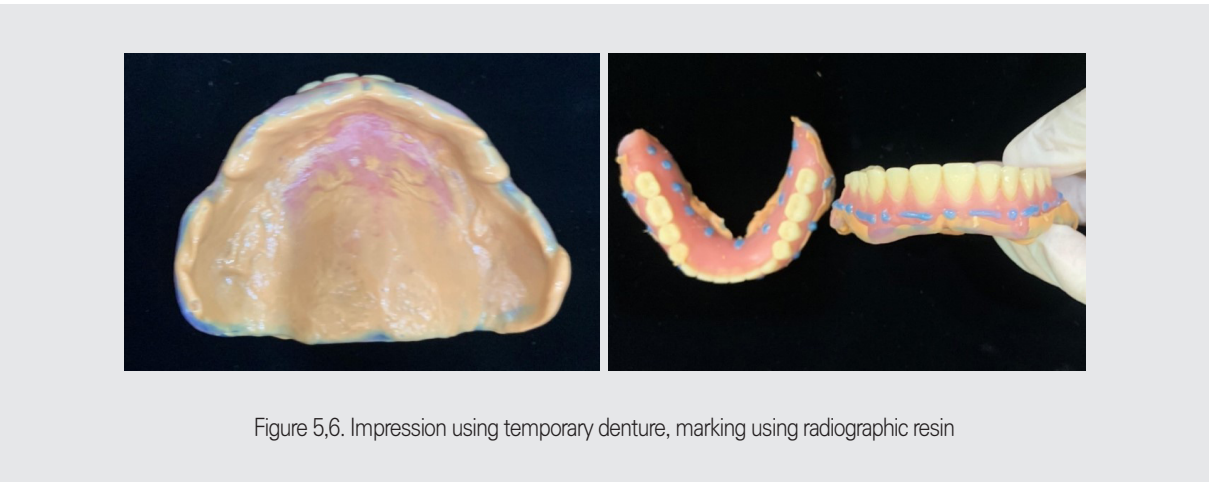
Impression using temporary denture, marking using radiographic resin
